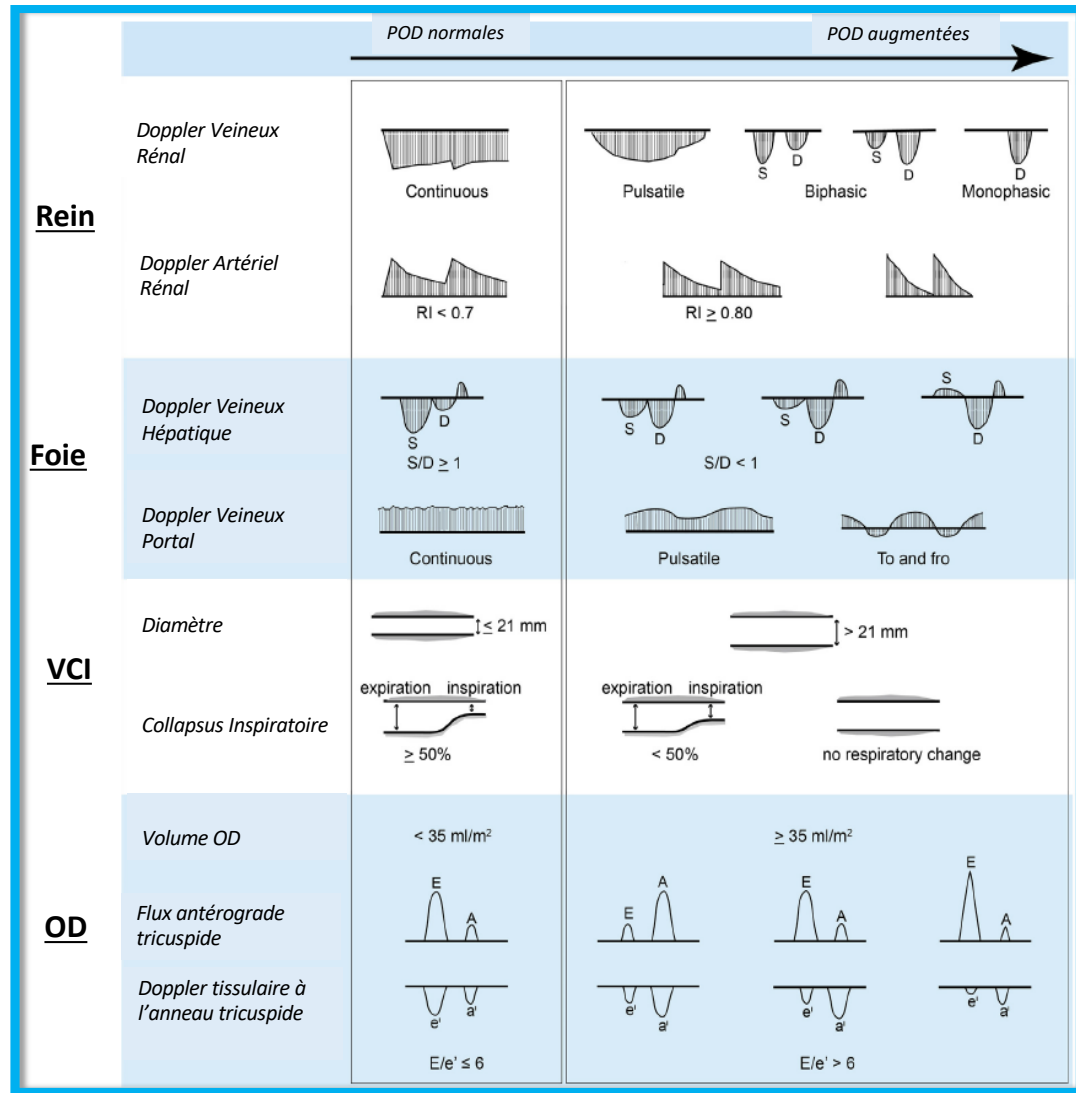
Variation des profils échographiques en fonction du niveau de congestion veineuse. D : diastole, OD : oreillette droite, POD : pression dans l'oreillette droite, S : systole, VCI : veine cave inférieure. Adapté de Tang et al. (310)
